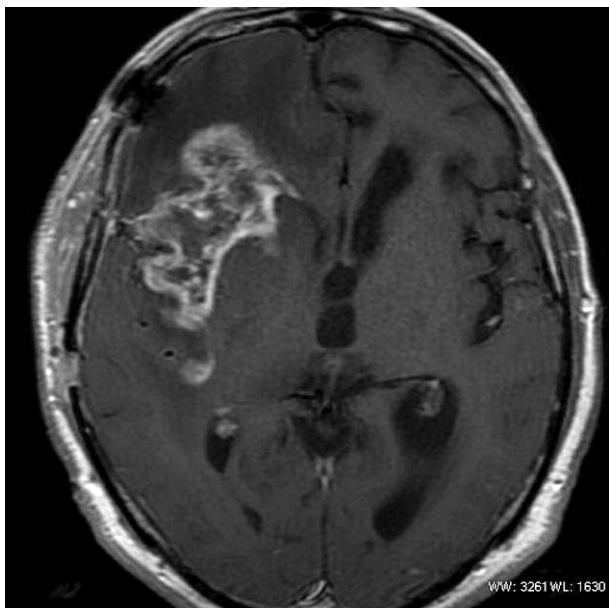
Przemieszczenie struktur mózgu z towarzyszącym uciskiem komory bocznej po stronie prawej w badaniu metodą tomografii komputerowej
